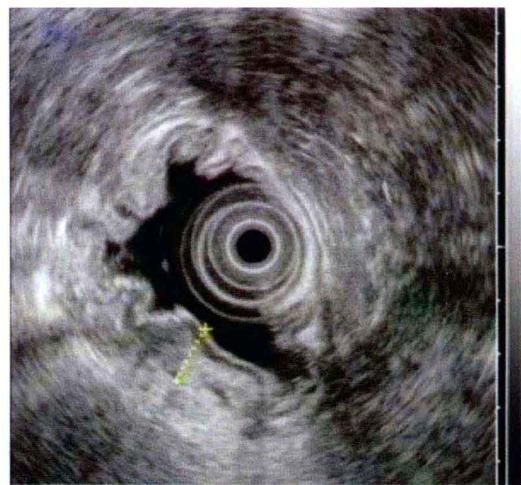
内镜超声见病灶处胃壁明显增厚,以黏膜下层增厚为主
